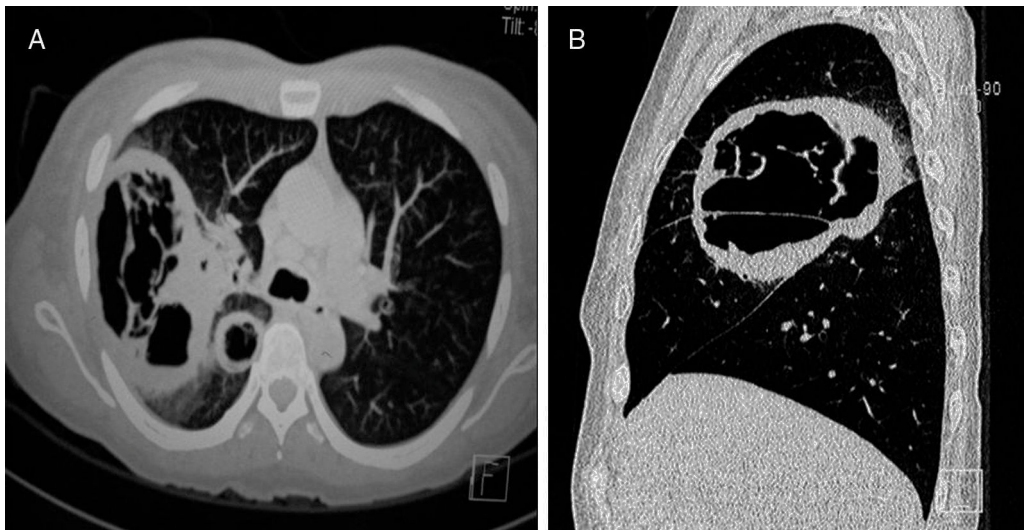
Tomografía computarizada de tórax. A. Cavity localizada en los lóbulos superior y medio, y cavity paraventricular de paredes gruesas. Corte axial. B. Lesión cavityada de pared gruesa e irregular que abarca los lóbulos superior y medio. Corte sagital.
